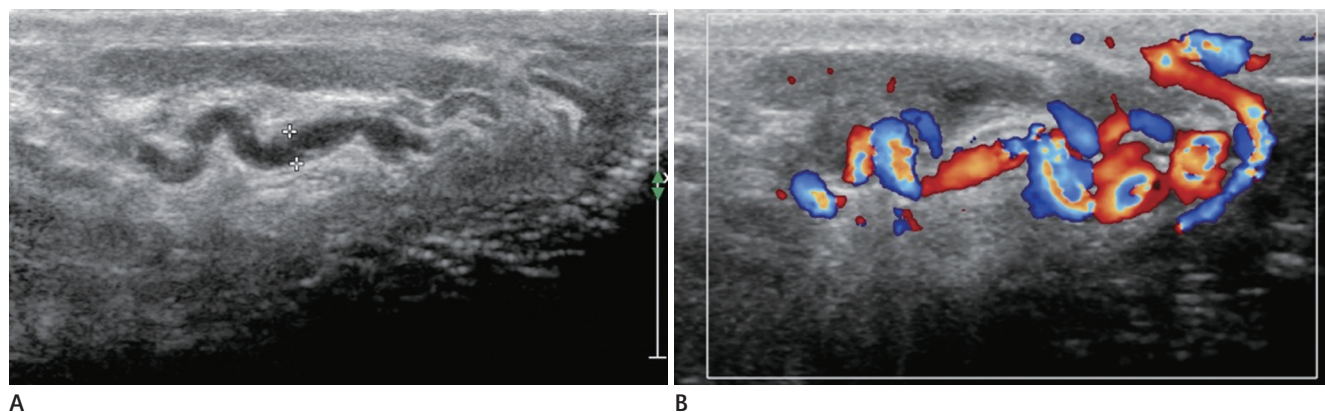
Ultrasonographic features of a varicocele.
